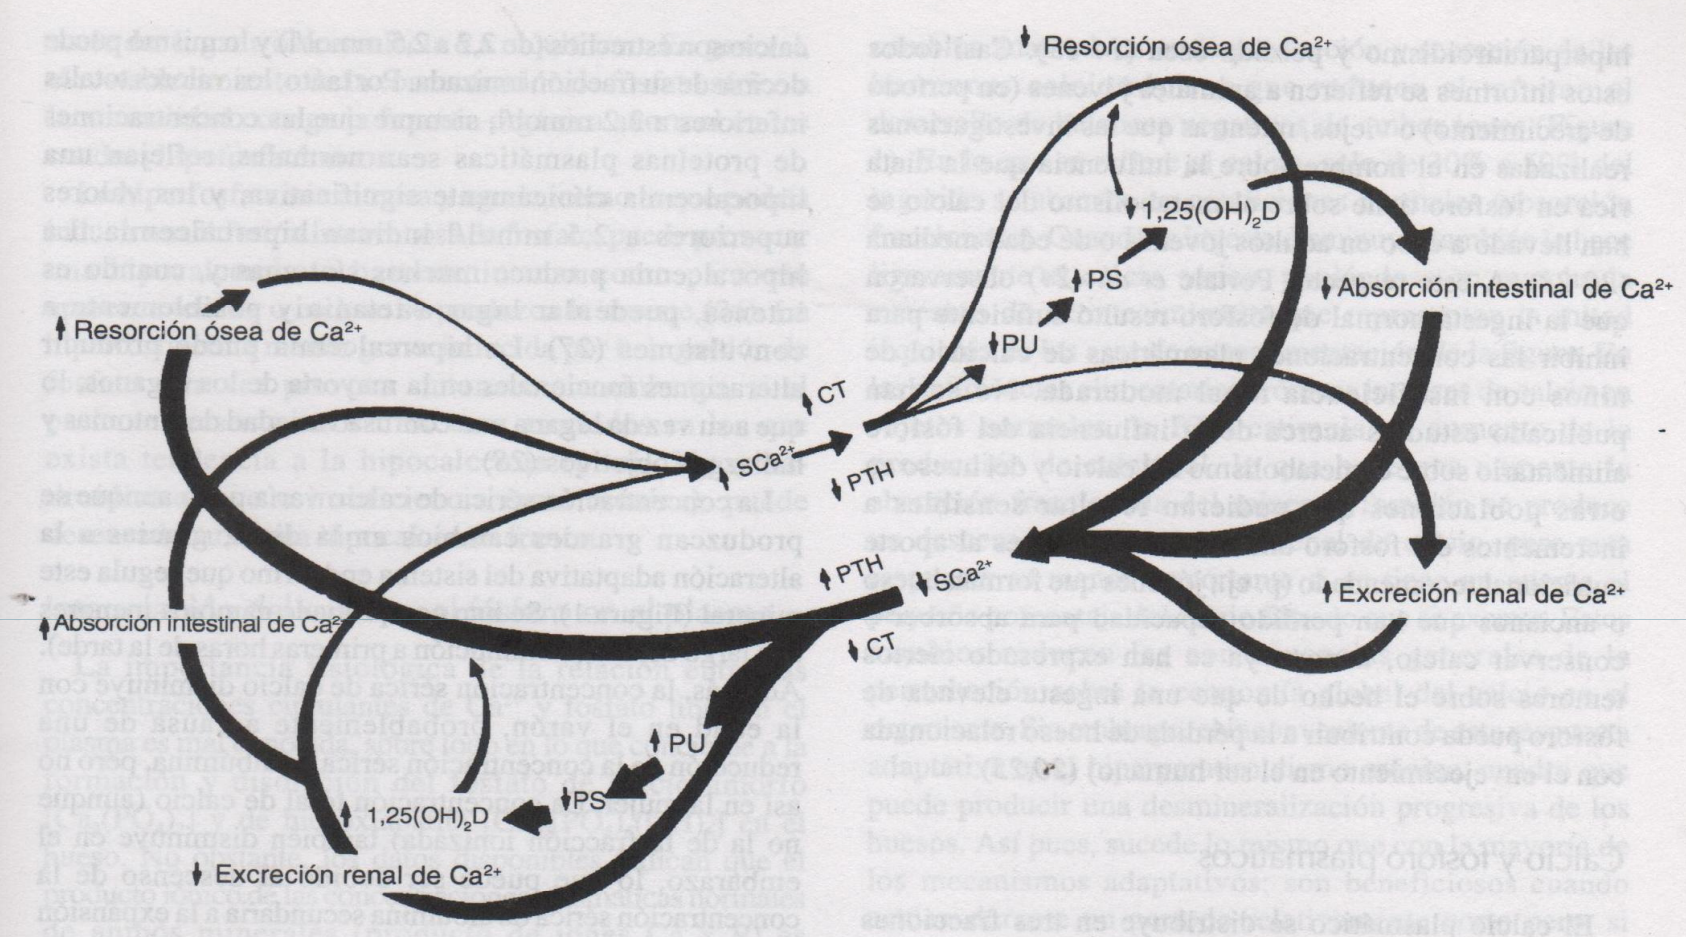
Regulación de la homeostasis del calcio. Existen tres asas solapadas de control que se enlazan y relacionan mutuamente a través de las concentraciones sanguíneas de calcio iónico, la hormona paratiroidea (PTH) y la calcitonina (CT). Cada asa incluye el órgano efector de una hormona calciotropa (hueso, intestino, riñón). Las ramas del lado izquierdo representan los fenómenos fisiológicos que elevan la concentración sérica de calcio (SCa^{2+}) y las de la derecha, los fenómenos que reducen dicha concentración. PU, fósforo urinario; PS, fósforo sérico. Tomado de la referencia 2. (Reproducido con autorización.)
